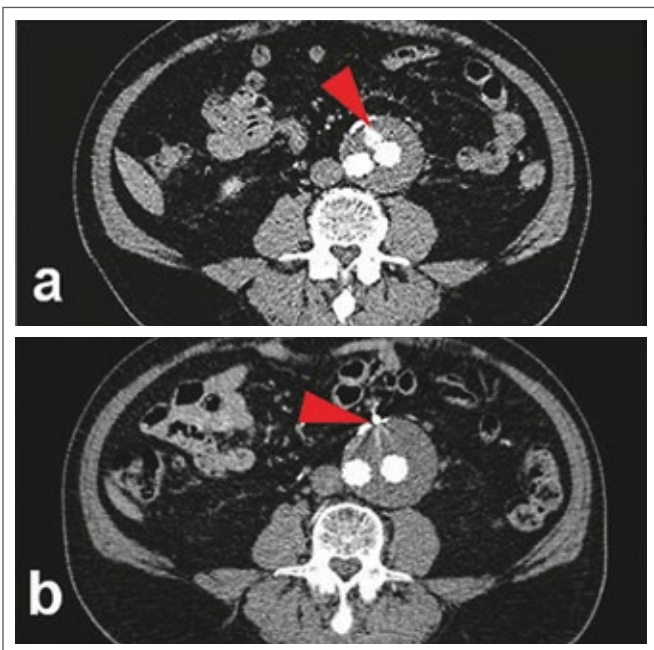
CTA, axiale Schnittebene. (a): Visualisierung des sekundären Endoleaks Typ IIA (roter Pfeil) im ventralen Bereich des Aneurysmasacks; (b) Ausschaltung der AMI mittels Coil-Implantation, Verschluss des Endoleaks und Darstellung typischer Metallartefakte in der CTA (roter Pfeil).
